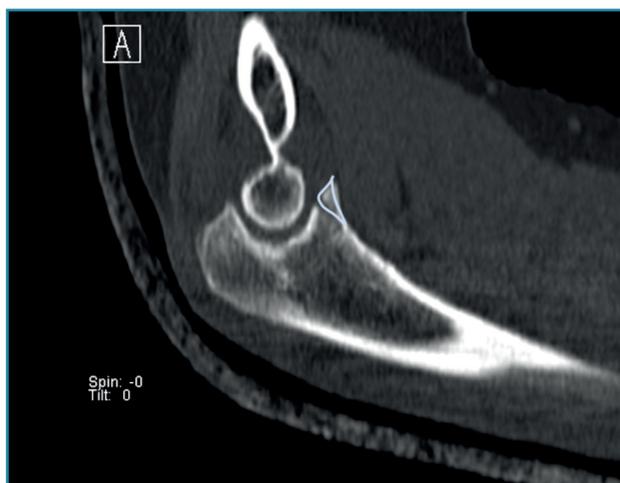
Radiografía lateral del codo izquierdo. La silueta señalada corresponde a la fractura de la punta de la apófisis coronoides el día de la caída.
